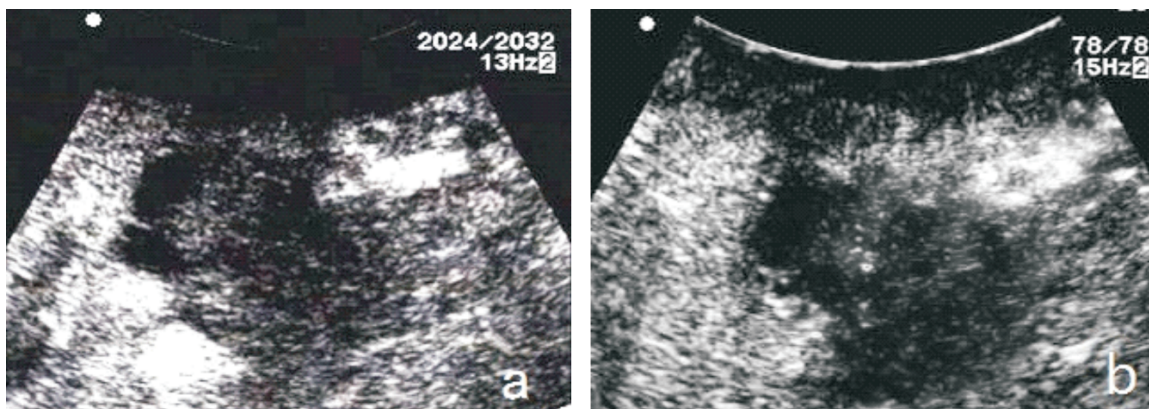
胰头癌放射性粒子植入术后超声造影增强早期变化
